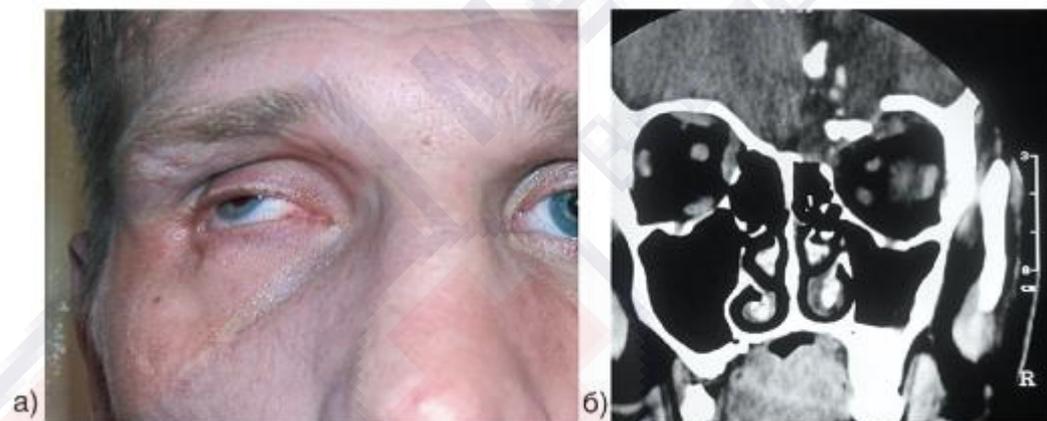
Результат пулевого ранения: а) локальная деформация костей и мягких тканей; б) видимый на КТ ход раневого канала.
